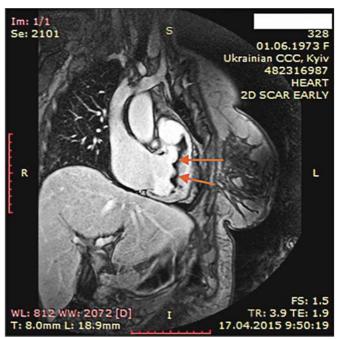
Динамическая томография, косая проекция с контрастированием полостей и стенок – апикальные тромбы ЛЖ
